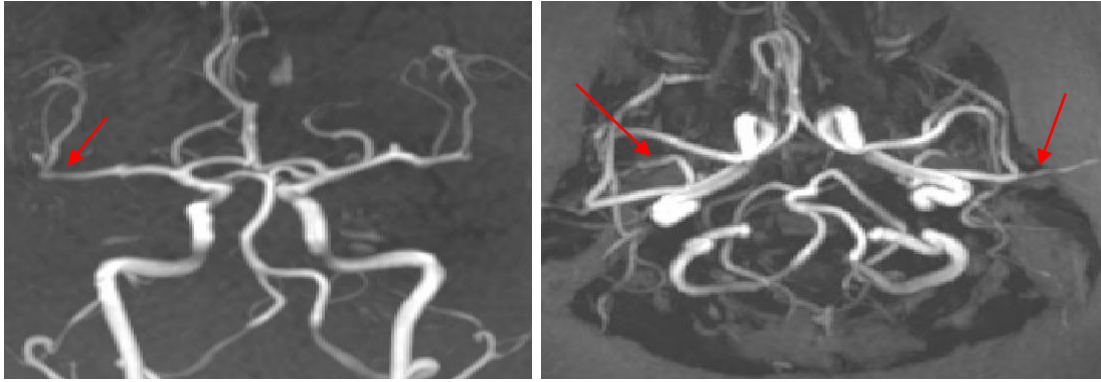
RMN de cráneo (con técnica de angio-resonancia) Imágenes hiper-intensas en T2 heterogénea en territorio de ACM izquierda, en relación con lesión isquémica subaguda, signo de estrechamiento difuso en la ACM derecha (segmento M1) y territorio cortical de ACM izquierda.
